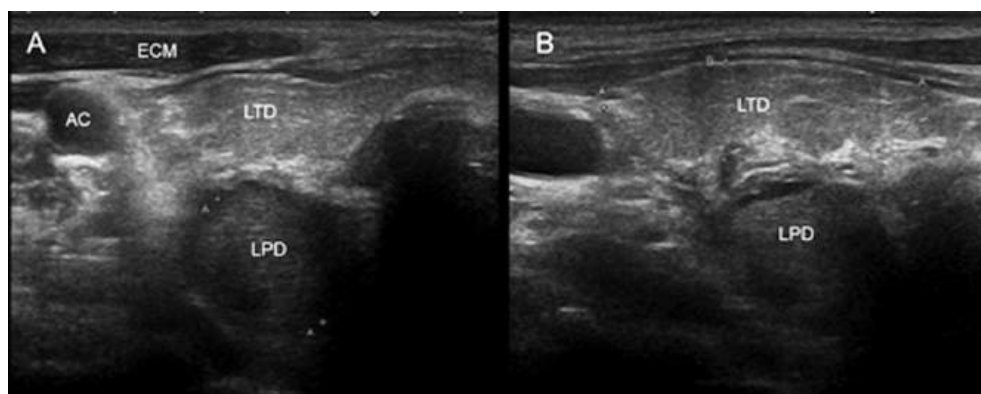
Ecografía de tiroides y paratiroides. A. Sección transversal. B. Sección longitudinal.
